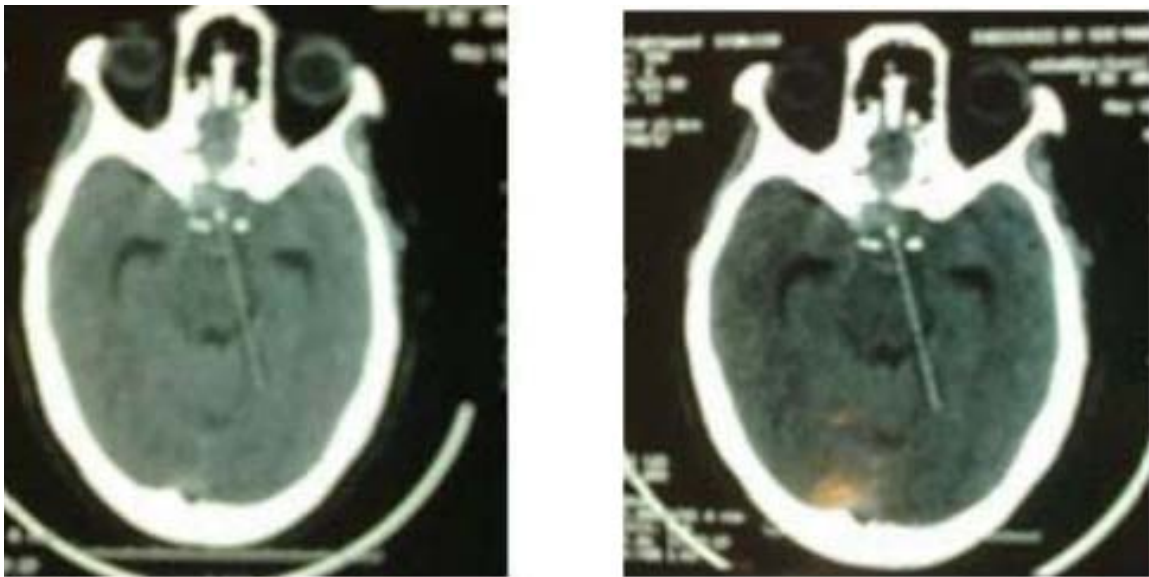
TDM cérébrale de contrôle post-opératoire chez le même patient.
